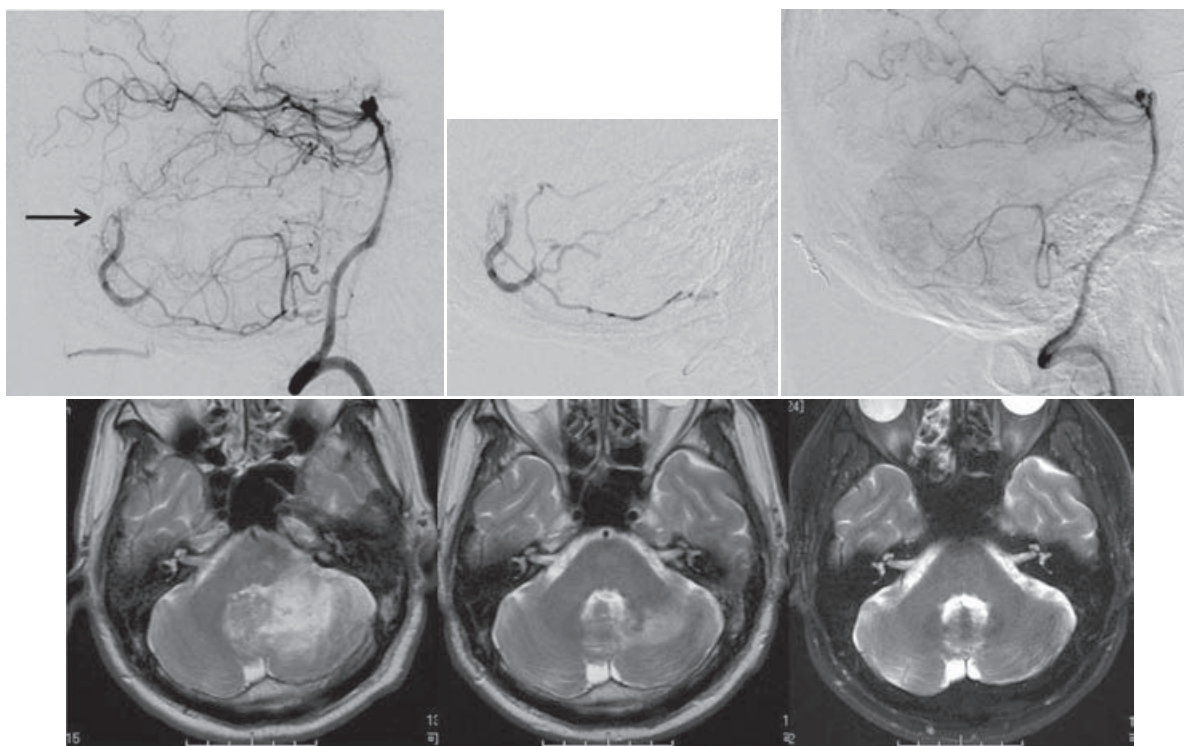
A case of focal cerebellar edema due to the tentorial DAVF with impaired outflow presenting ataxia (A). Feeders from occipital artery and posterior meningeal artery (B) were embolized with diluted glue. Postoperative angiogram showed complete occlusion of the fistula (C). MRI revealed marked improvement of the edema. (D; before (left), 1 month after (center) and 6 months after (right) the embolization).
